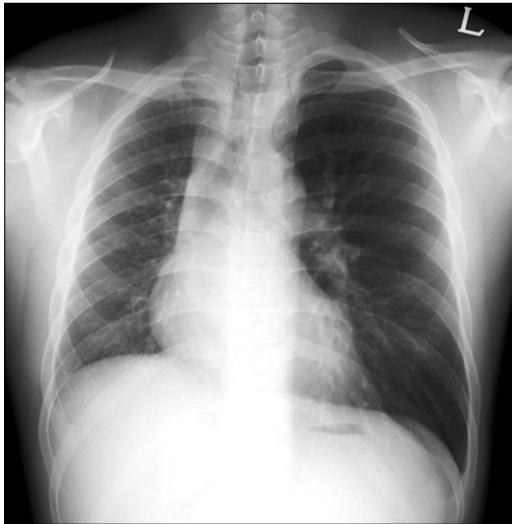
Chest radiograph shows an enlarged left lung and small, hypoplastic right lung with increased interstitial markings in right lung zone.
